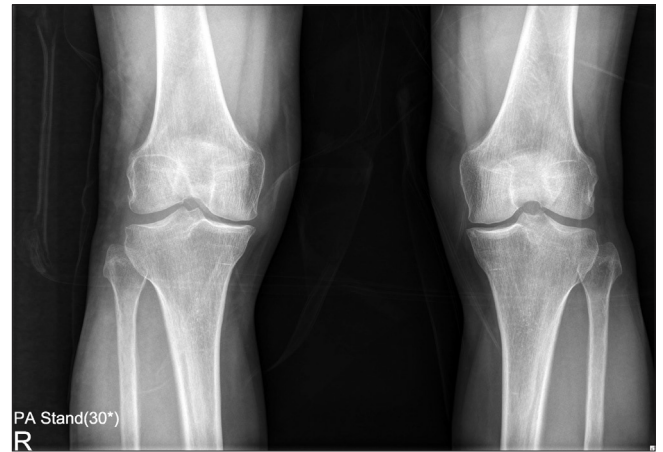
Preoperative radiographs of both knees. The Rosenberg view of both knees shows mild gonarthrosis of both knees. PA, posterior-anterior.
